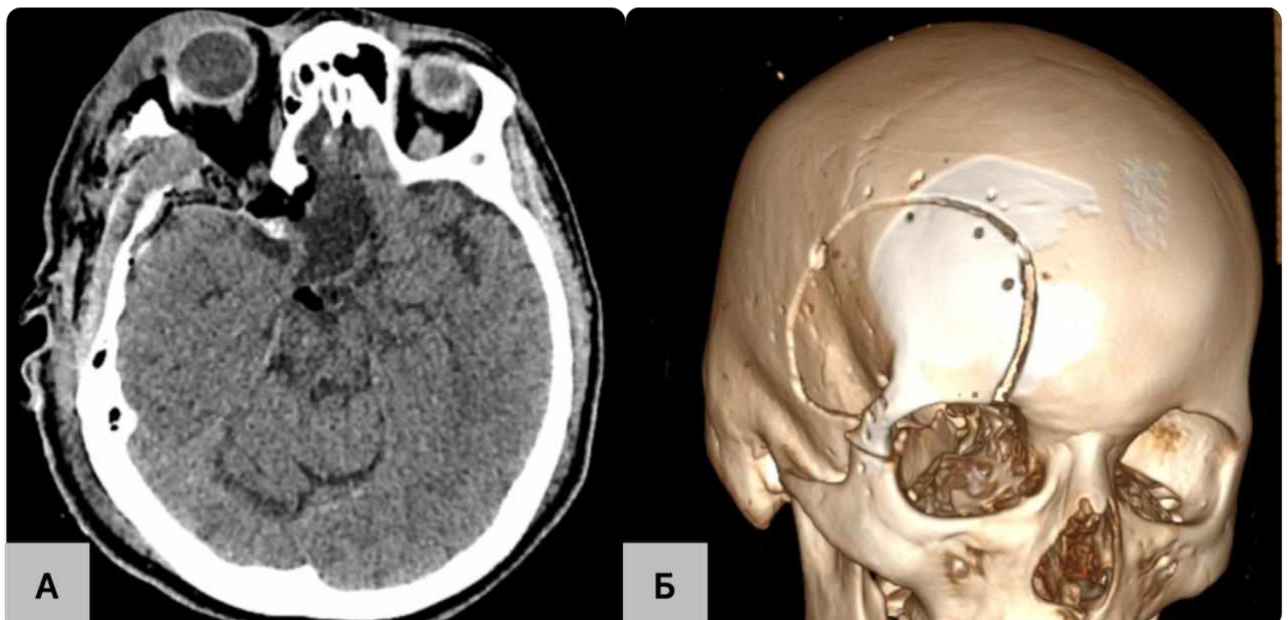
П-ка Ан-ко І.І., МСКТ головного мозку, проведена на 2-у післяопераційну добу: А – аксіальна проекція, Б – тривимірна реконструкція з візуалізацією кісткового клаптя при виконанні мФТОЗ доступу.
